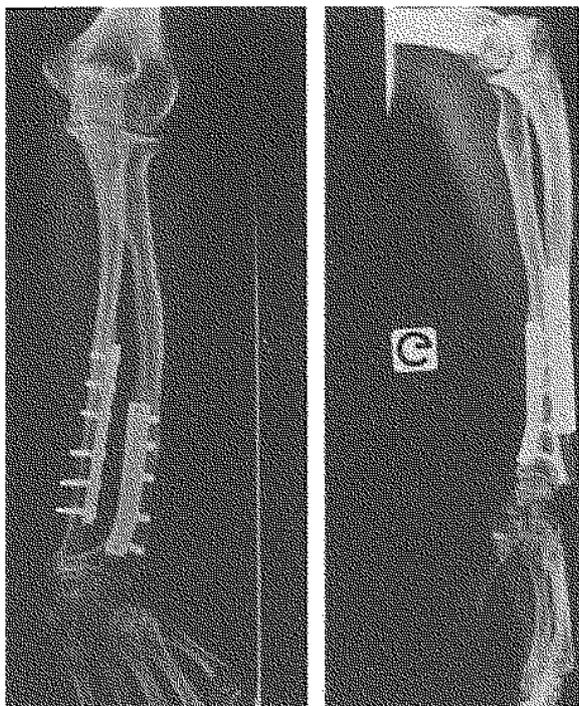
Aspect radiographique après ostéotomie correctrice de 2 os.
